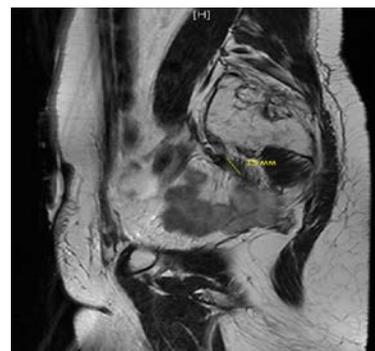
МРТ-снимок в сагиттальной проекции. Частичный ответ, 54-я неделя лечения. Таргетный очаг – 15мм
